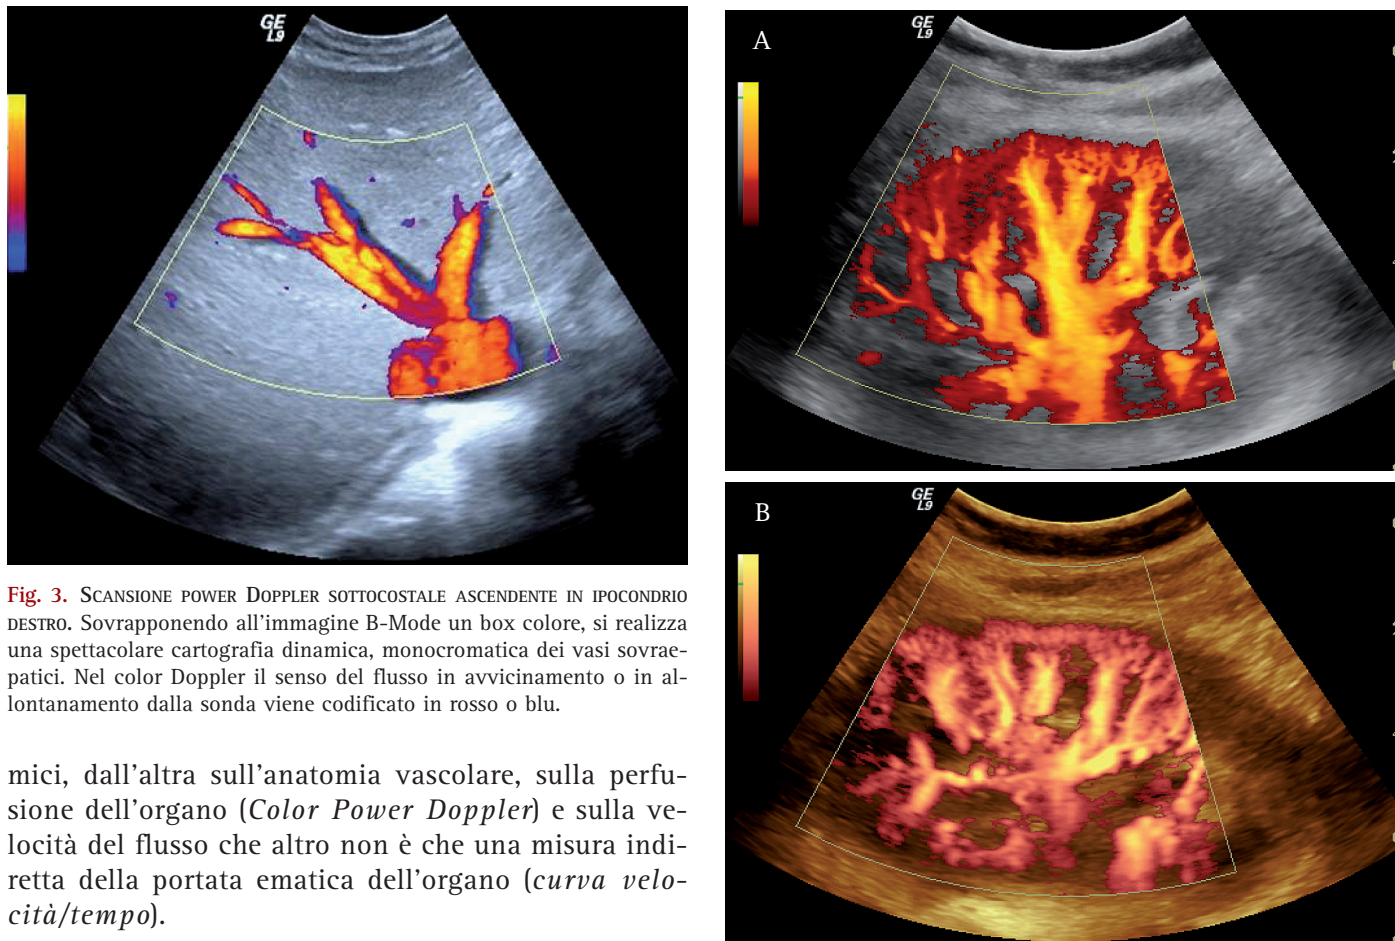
SCANSIONE POWER DOPPLER SOTTOCOSTALE ASCENDENTE IN IPOCONDRIO DESTRO. Sovrapponendo all'immagine B-Mode un box colore, si realizza una spettacolare cartografia dinamica, monocromatica dei vasi sovraepatici. Nel color Doppler il senso del flusso in avvicinamento o in allontanamento dalla sonda viene codificato in rosso o blu.
